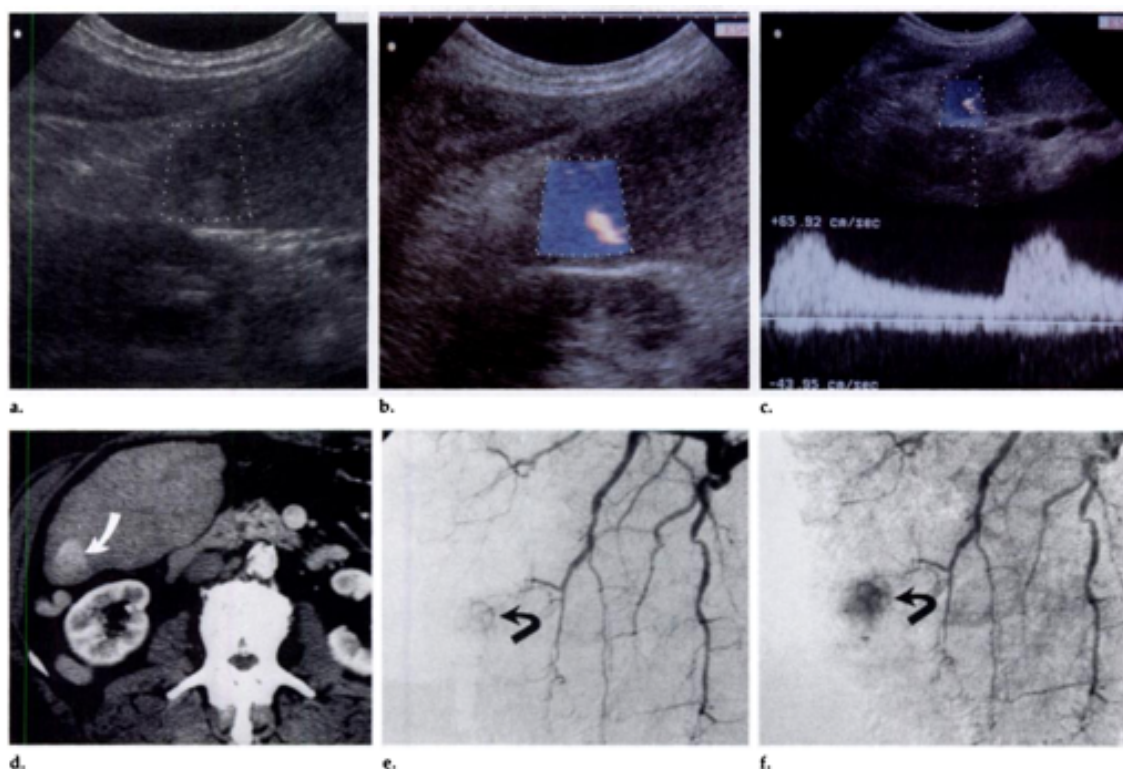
CHC hipervascular. A, Doppler colorido convencional com ausência de fluxo intratumoral. B, Power Doppler demonstrando um vaso tumoral que se dirige da periferia ao centro da lesão. C, Curva de Doppler espectral com fluxo arterial detectado. D, Tomografia computadorizada com contraste demonstrando realce da lesão (seta) na fase arterial. E, Angiografia em fase arterial confirma a presença de vasos intratumorais (seta). F, Na angiografia em fase parenquimatosa, observa-se um realce tumoral bem delimitado (seta). Fonte: Lencioni et al. (1996).
